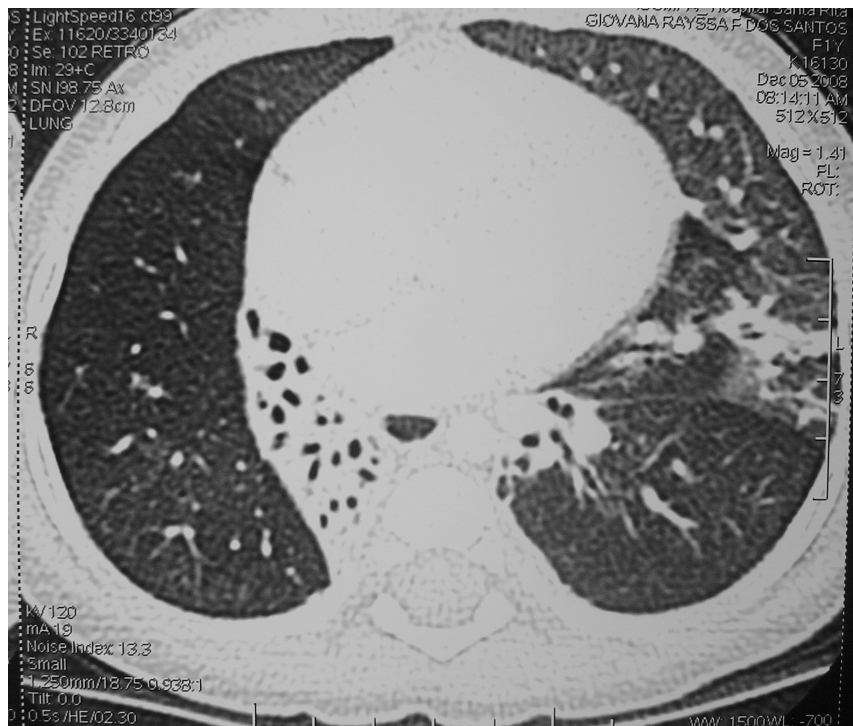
Tomografia computadorizada de tórax de criança de um ano de idade demonstrando atelectasia e destruição total de lobo inferior direito associado a dilatações brônquicas contra-laterais.
